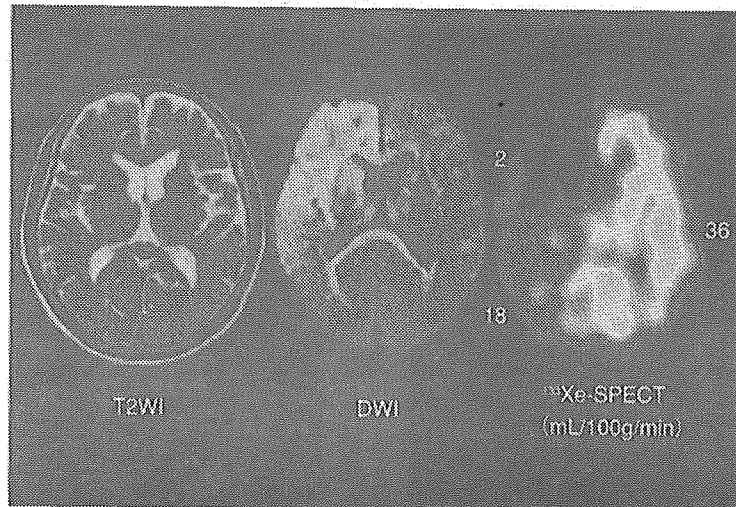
図2の症例の発症から2時間後のMRIと2時間15分後の ^{133}Xe -SPECT (数字は中大脳動脈領域の平均脳血流量, 右側は前方と後方に分けて測定)
